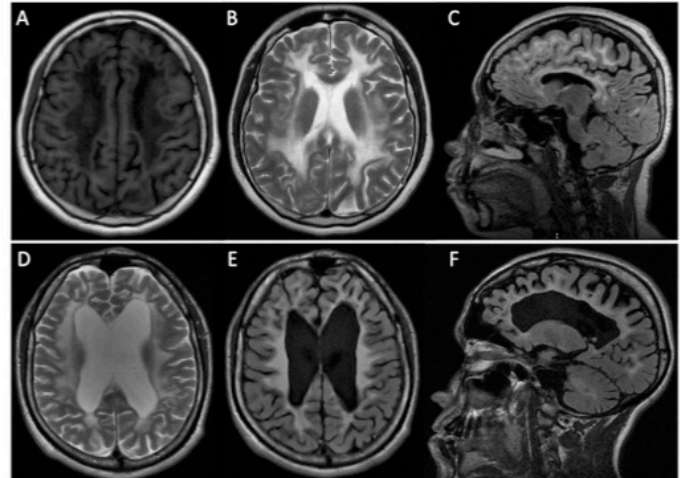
(A,B,C) Paciente 1. RM en T1, T2 y FLAIR de paciente 1 con afectación SB bilateral, confluyente y simétrica con involucre periventricular, sustancia blanca subcortical y de fibras en U. (D,E,F) Paciente 2. RM en T2 y FLAIR con atrofia cortico-subcortical y afectación a sustancia blanca supra e infratentorial con involucre periventricular y subcortical.
